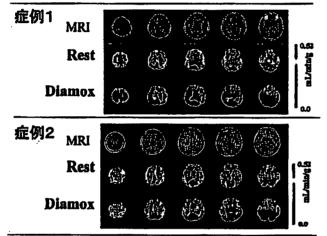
統設を超えて一致した機能評価を可能にする解析法の確立が望まれている。その目的に定量的な SPECT 国像再個成パッケージ(QSPECT)が開発された。安静時および血管拡張薬投与後の脳組織血流型は施設を超えて再現性があり、大規模臨床調査研究の実施に応用できることが確認されつつある。症例は共に内頭動脈閉塞症であるが、症例1では、血管拡張によるフィードバックによって安静時血流量には欠損を認めず、血管拡張を起これでは、血管拡張によるフィードバックによって安静時血流量には欠損を認めず、血管拡張を認め、自動調節能の限界を超えた低症度膨血血の状態であることを示す。バイパス衛の適用だけでなく、血管反応性の変化は生活習慣病に基づくホメオスタシス低下の北俣の理解に貢献し、新しい新規治療法の評価指環となることが期待される。SPECT はすでに多くの臨床病院に設置されており、このような評価法の標準化によって、PET と併せて応用領域拡大の期待が高まる
